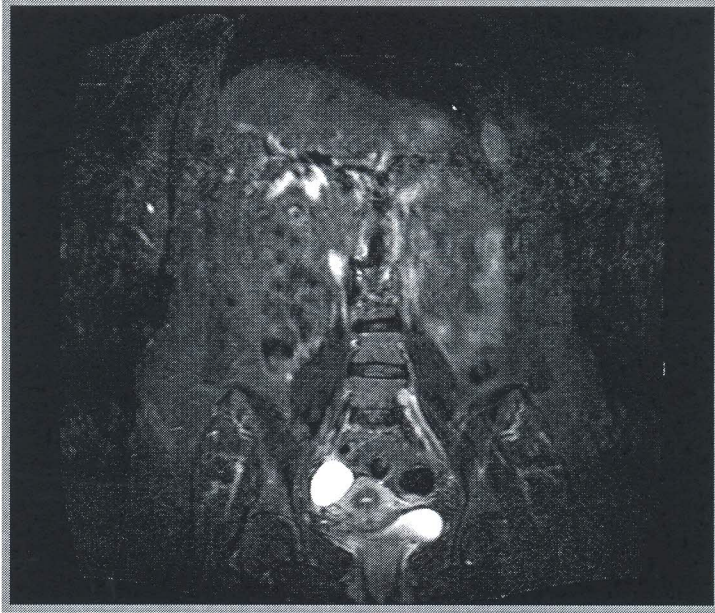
Meme karsinomu olan hastada sintigrafide T9-10 vertebralarda metastazla uyumlu radyoaktivite tutulumu izleniyor. Aynı hastanın tüm vücut MRG'sinde T9-10 vertebralarda metastazla uyumlu intensite artışı mevcut.
